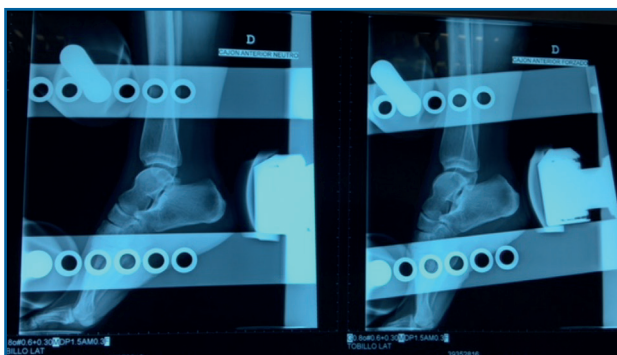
Radiografía del cajón anterior. El cajón anterior es positivo si existe una traslación anterior > 1 cm o una diferencia > 3 mm respecto al tobillo contralateral.
